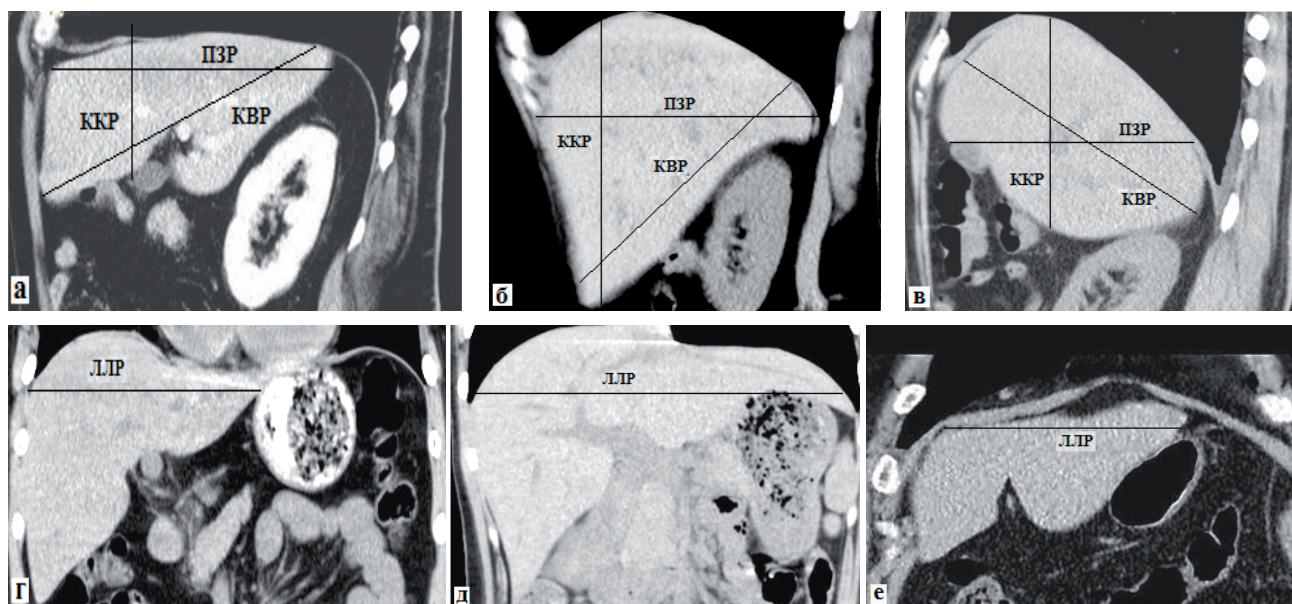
СКТ брюшной полости. Сагиттальная MPR-реформация (а–в): определение линейных размеров печени при промежуточно-сагиттальном (а), вендропетальном (б) и дорсопетальном (в) положениях печени. Фронтальная MPR-реформация (г–е): определение линейных размеров печени при декстропетальном (г), синистропетальном (д) и промежуточно-фронтальном (е) положениях печени
